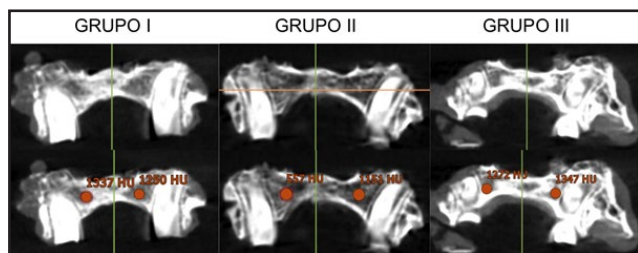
Imágenes de tomografía computerizada. Cortes a nivel de 2º molar de los animales de estudio. En la parte inferior cuantificación de la densidad ósea en unidades Hounsfield. Grupo I: animales con injerto óseo autólogo generado con ingeniería tisular. Grupo II: animales a los que se realizó defecto sin injerto alguno. Grupo III: control positivo.
